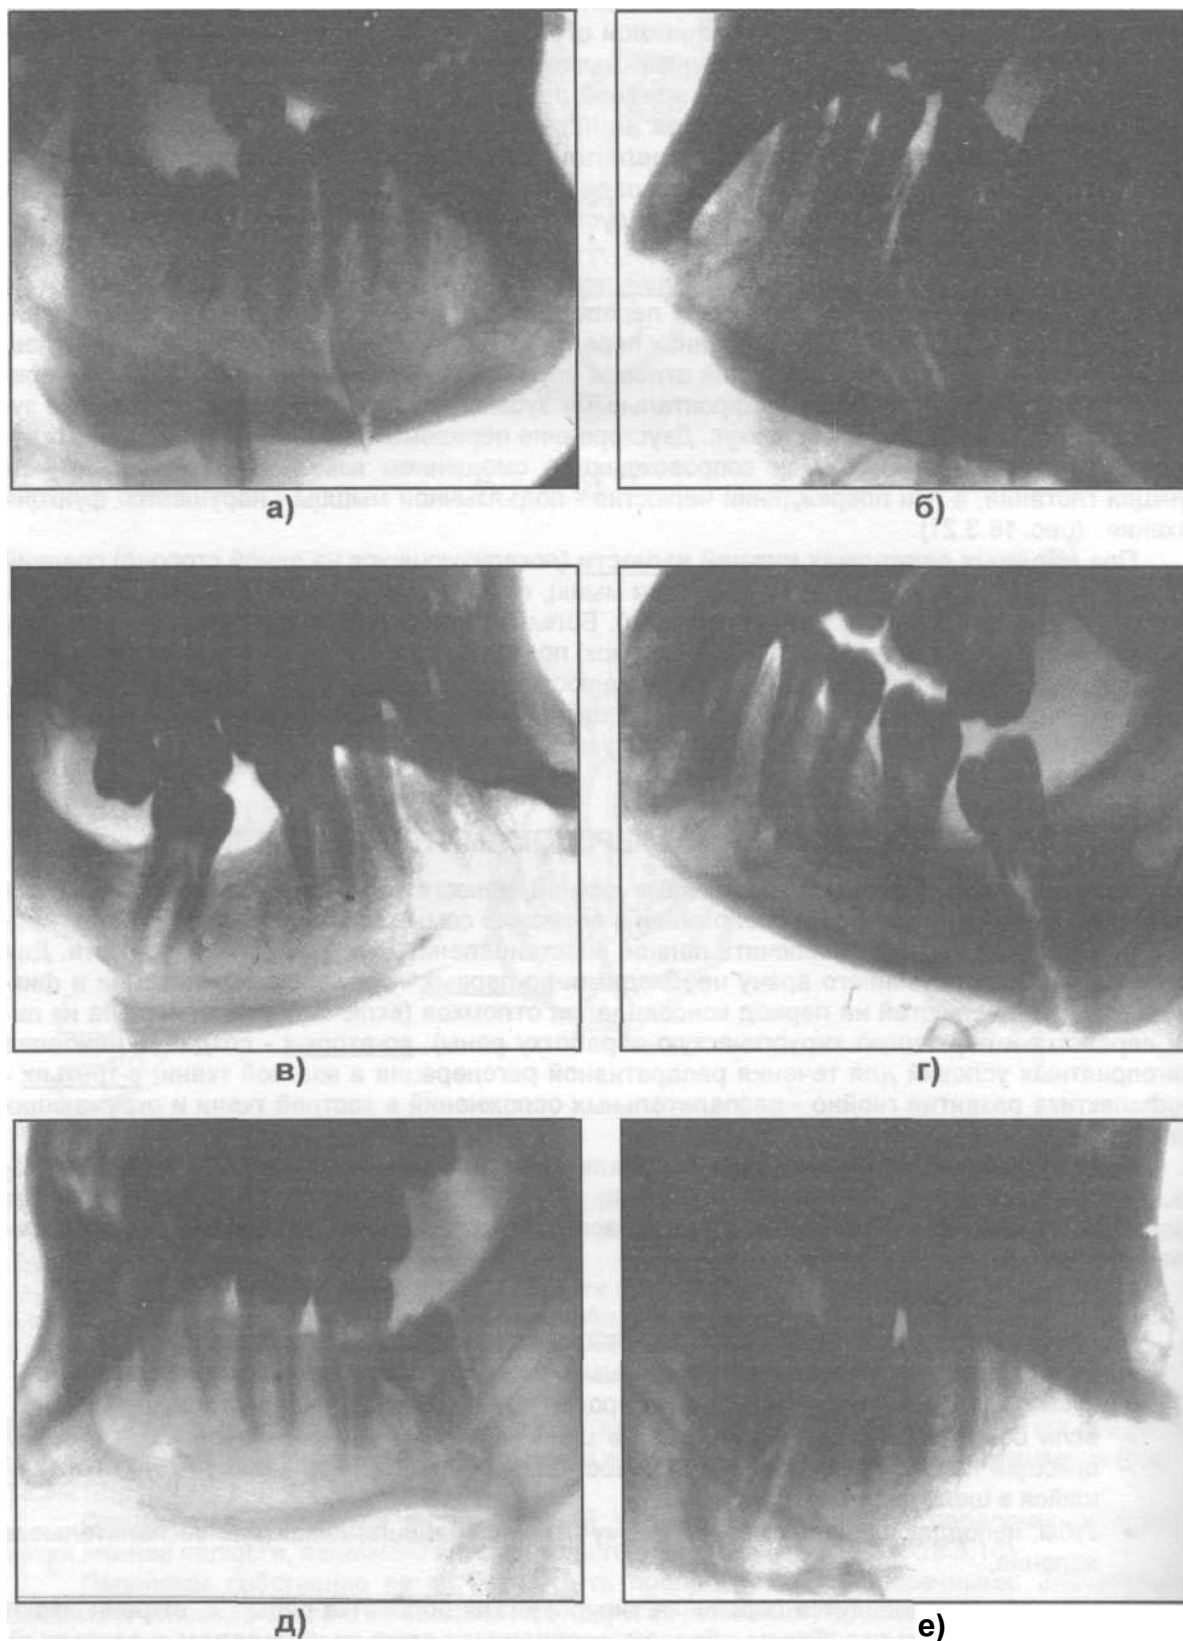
Возможные варианты расположения зубов по отношению к щели перелома нижней челюсти (по данным рентгенограмм):
